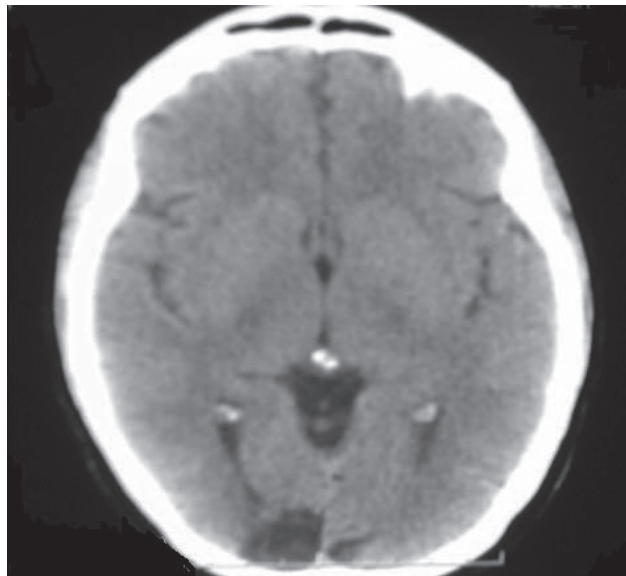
TDM cérébral avec injection de produit de contraste
